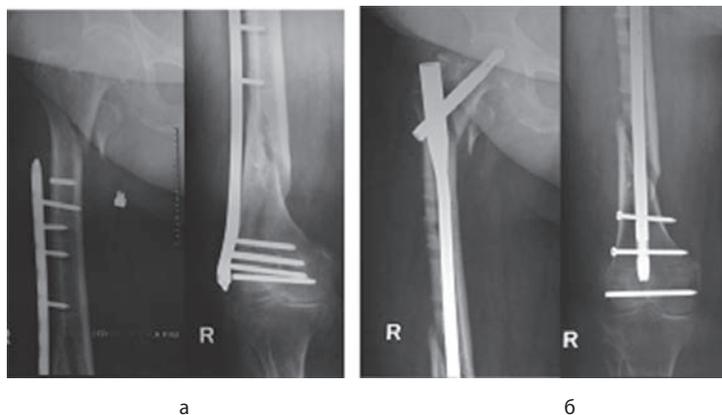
Рентгенограммы пациента М
